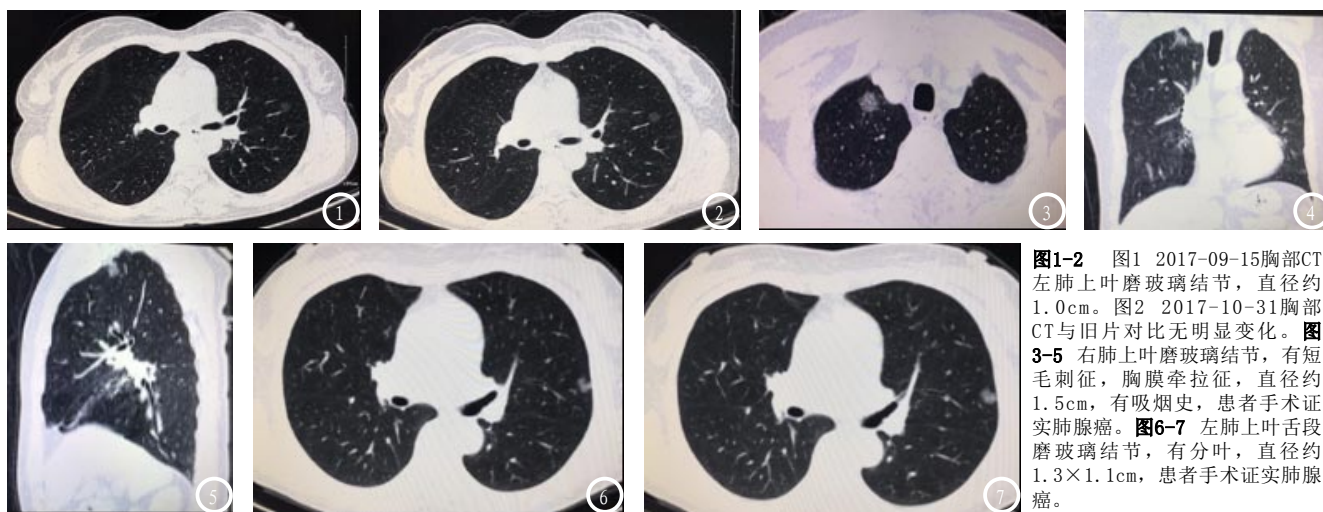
2017-09-15胸部CT左肺上叶磨玻璃结节，直径约1.0cm。图2 2017-10-31胸部CT与旧片对比无明显变化。图3-5 右肺上叶磨玻璃结节，有短毛刺征，胸膜牵拉征，直径约1.5cm，有吸烟史，患者手术证实肺腺癌。图6-7 左肺上叶舌段磨玻璃结节，有分叶，直径约1.3×1.1cm，患者手术证实肺腺癌。
